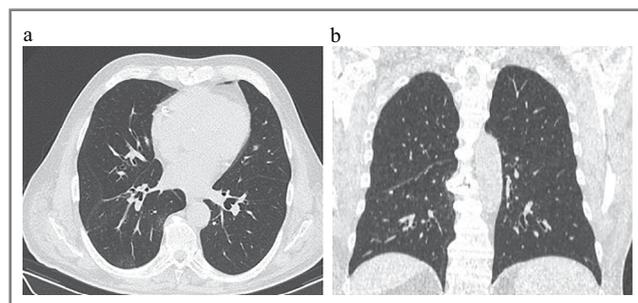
a* – аксиальная проекция; *b* – фронтальная проекция. КТ легких через месяц после операции.
